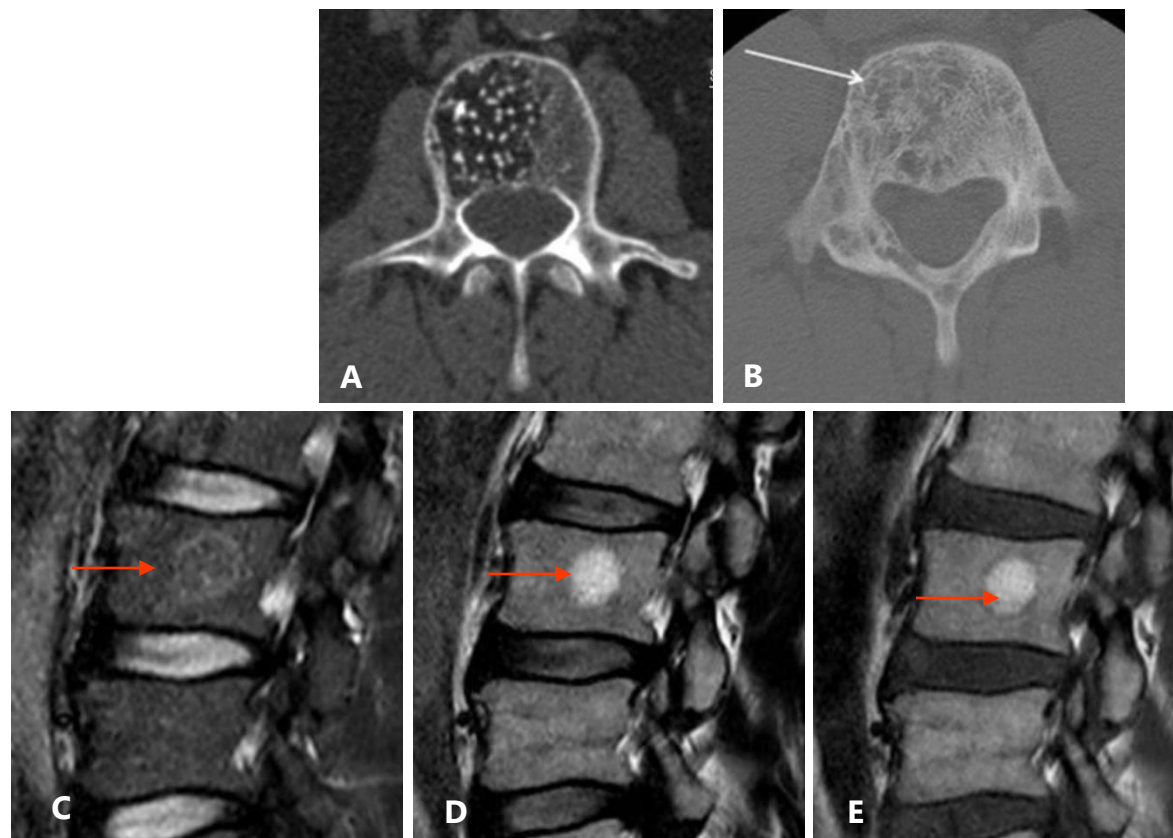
Imagens axiais de TC mostrando MVV em 2 pacientes diferentes com a aparência característica de sal e pimenta (A) ou estriada (B). Imagem A: cortesia de Bruno Di Munzio, Radiopaedia.org. rID: 15248. Imagem B: reproduzida de McEvoy SH et al. Insights into Imaging 7, 87 -98 (2016). Paciente diferente (C-E). Imagens sagitais de RM ponderadas em STIR (C), T2 (D) e T1 (E) de uma MVV clássica (setas). Como a lesão contém gordura, seu sinal desaparece na sequência STIR.
